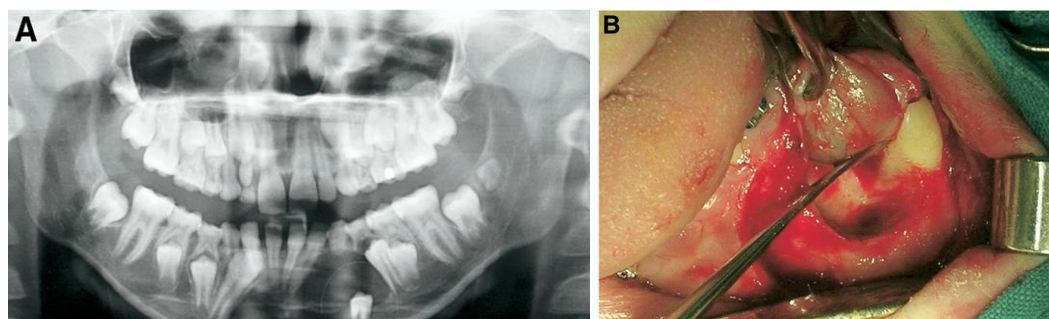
A la izquierda radiografía panorámica que muestra la lesión radiolúcida alrededor de la pieza 3.3. A la derecha la enucleación del quiste (extirpación de la membrana quística).
